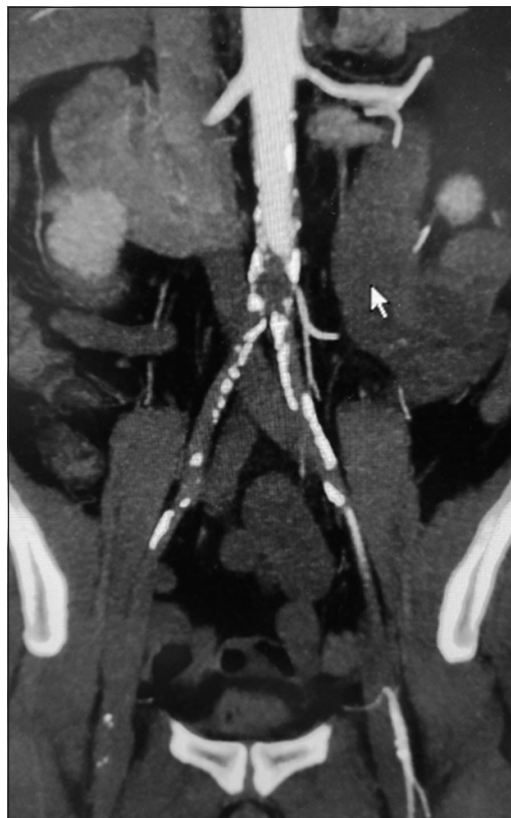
Angiotomografía evidencia oclusión de la aorta abdominal a nivel infrarrenal y de arterias ilíacas comunes.
